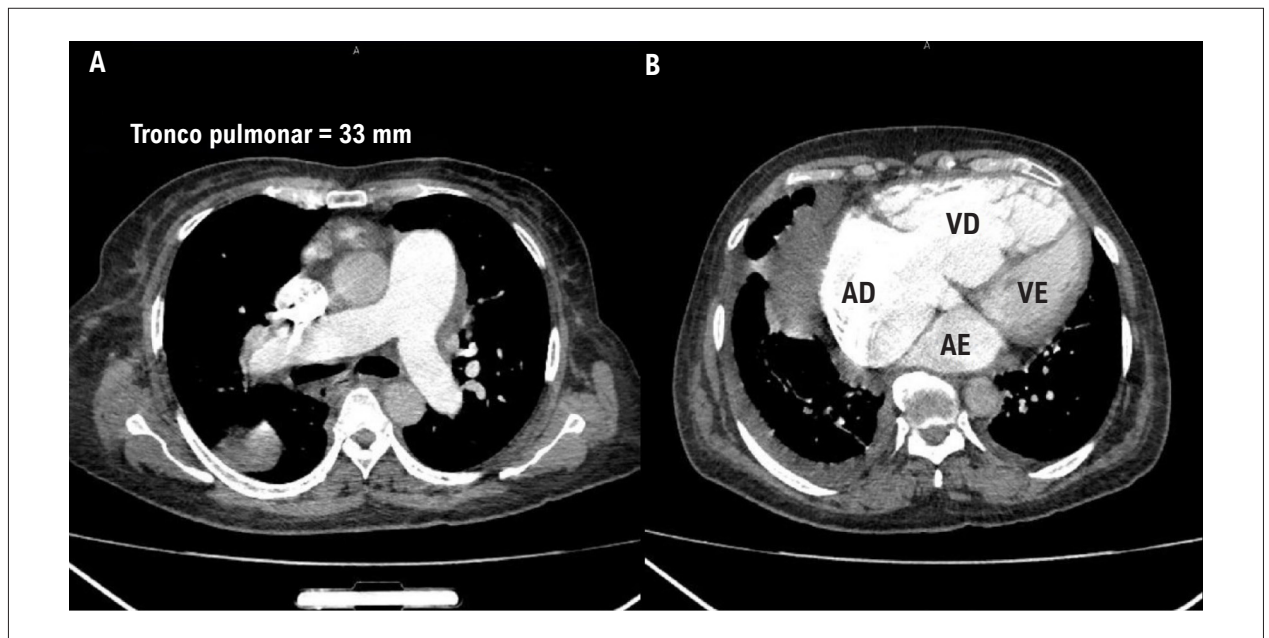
Angiotomografia das artérias pulmonares evidenciando dilatação do tronco da artéria pulmonar e aumento das câmaras direitas. Fonte: Arquivo interno do Setor de Radiologia do Hospital Universitário de Brasília.
